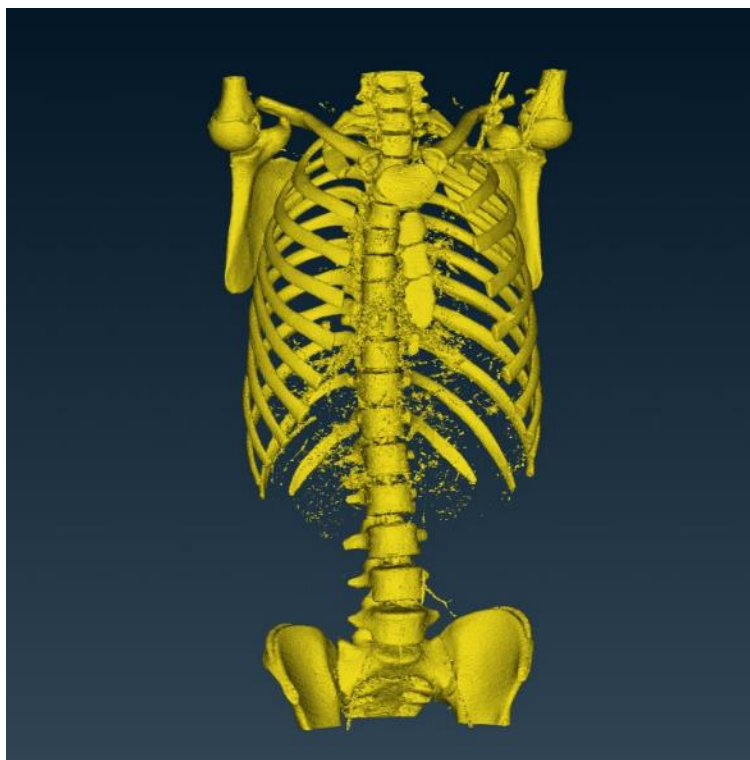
Модель, полученная после обработки КТ снимков.
